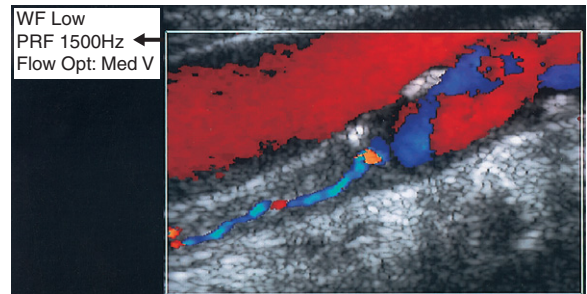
Das Farbdopplerbild zeigt einen engen Flusskanal mit geringer Flussgeschwindigkeit in einem subtotalen Verschluss der ACI. Um geringe Flussgeschwindigkeiten nachweisen zu können, ist eine niedrige PRF (*Pfeil*) erforderlich.
